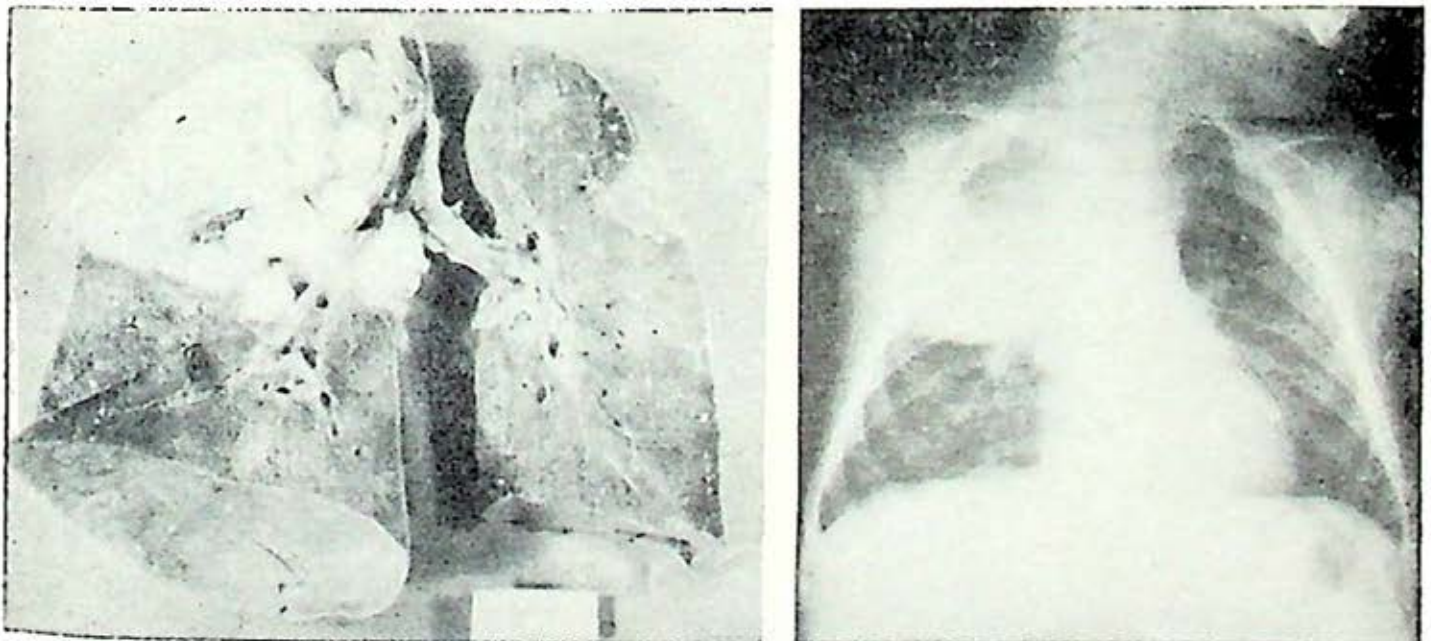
Pieza anatómica y radiografía de un caso de primoinfección progresiva con gran lesión parenquimatosa, compresión bronquial por ganglios y diseminación hematogena.
